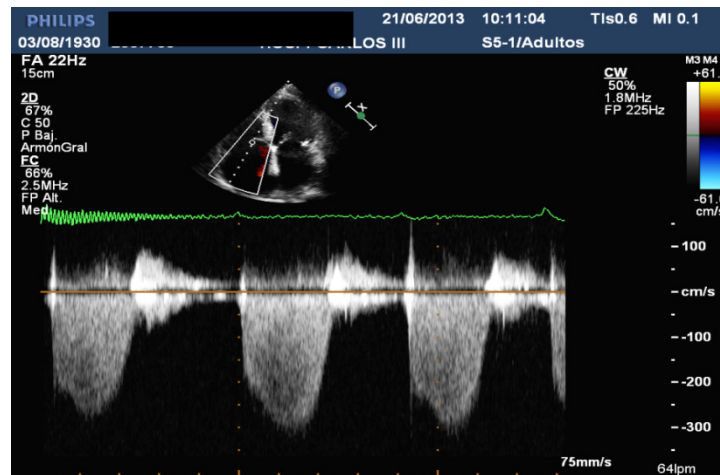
Cuantificación de la PSAP a través de la IT con el Doppler continuo.
